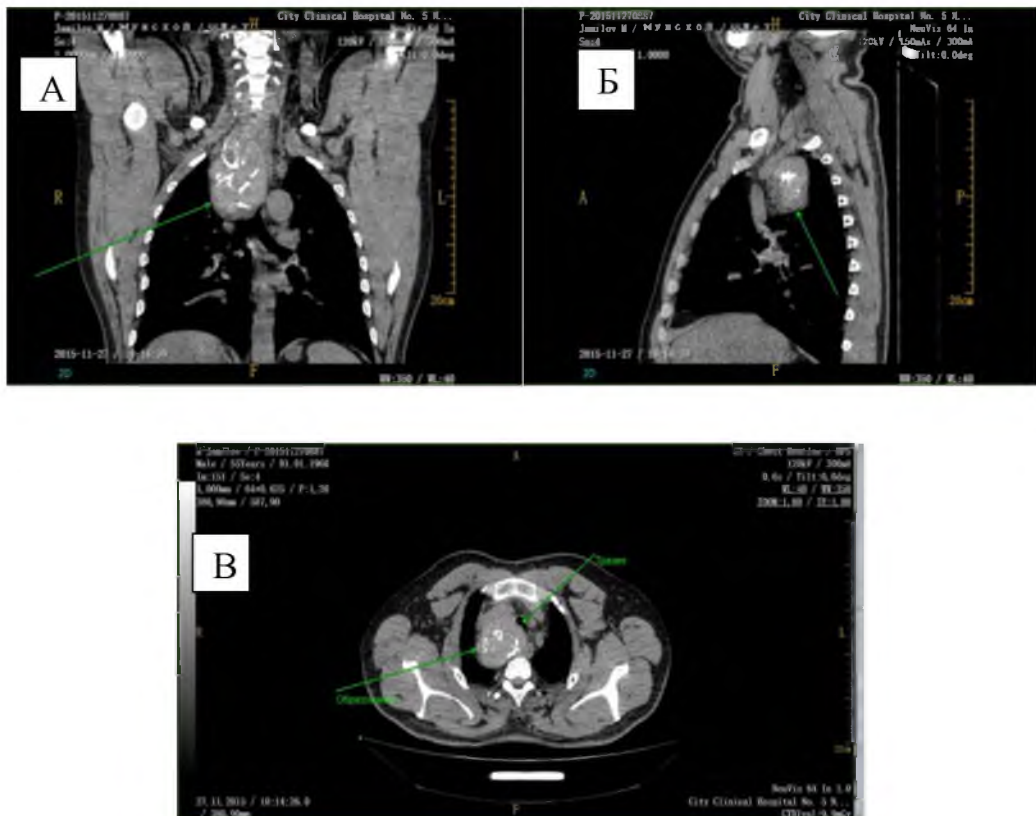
КТ с контрастированием при загрудинном зобе. (Образование из нижнего полюса правой доли щитовидной железы расположено внутри грудной клетки справа от трахеи, которое сдавливает трахею (указано стрелкой): А – фронтальный срез; Б – сагиттальный срез; В – поперечный срез)
